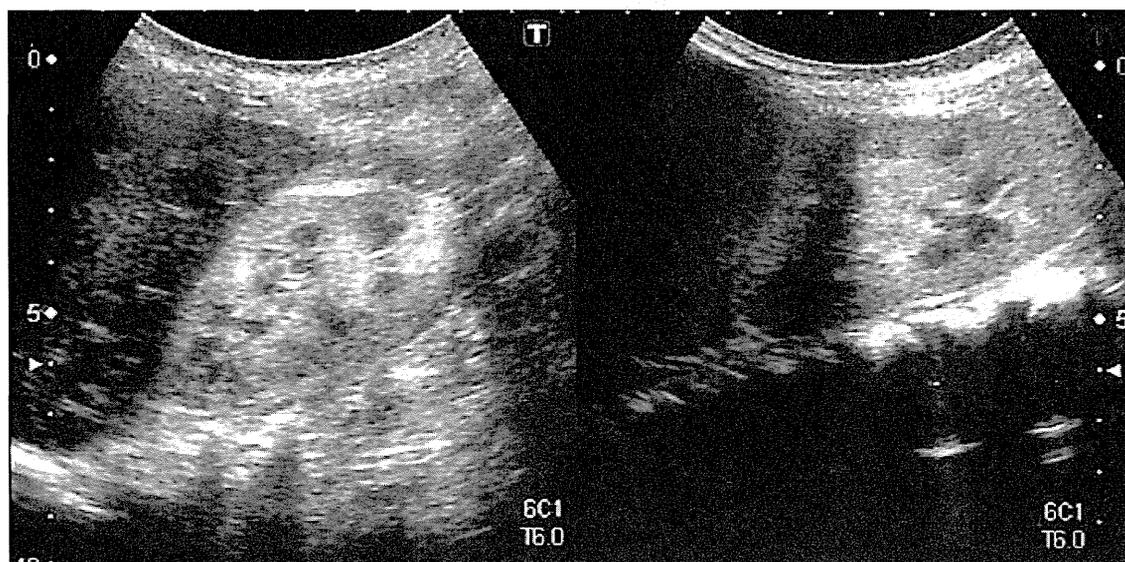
HUS 患者に認められる腎実質の輝度亢進 (超音波検査)
